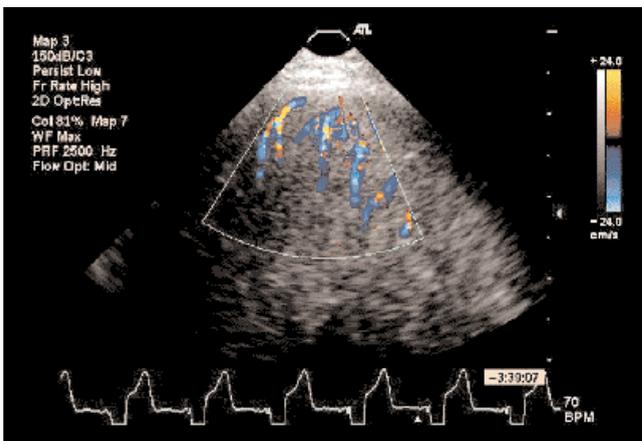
肥大型心筋症例での心筋内心尖部小動脈のカラードプラエコーシグナル図
